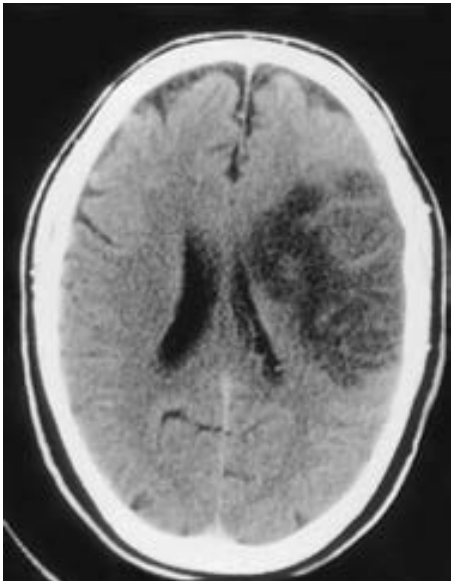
Tomografía computarizada donde se muestra un accidente cerebrovascular en el territorio de la arteria cerebral media.
